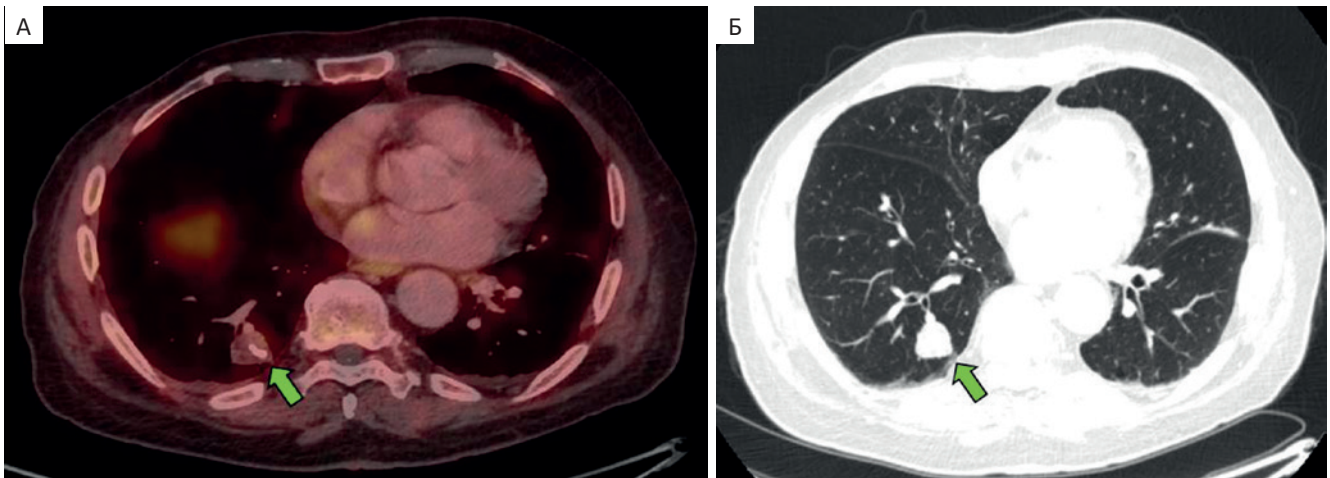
Пациент Г. Комбинированное ПЭТ/КТ-изображение с  $^{18}\text{F}$ -ПСМА-1007 (А), КТ-изображения с задержкой дыхания (Б). Определяется образование в нижней доле правого легкого без повышенного накопления РФП
